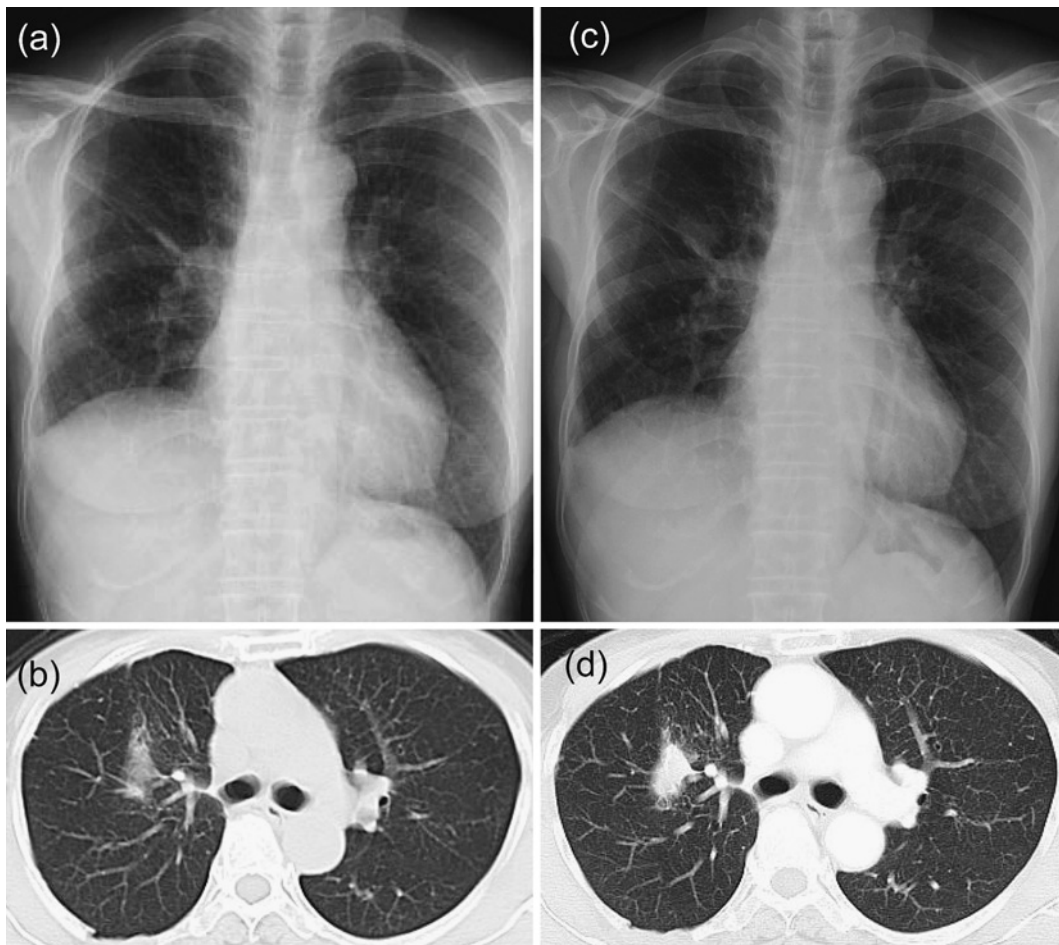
The chest X-ray (a) and chest CT (b) four years after lobectomy of the right middle lobe showed a postoperative change. The chest X-ray (c) and chest CT (d) showed a nodule near the staple-line.
